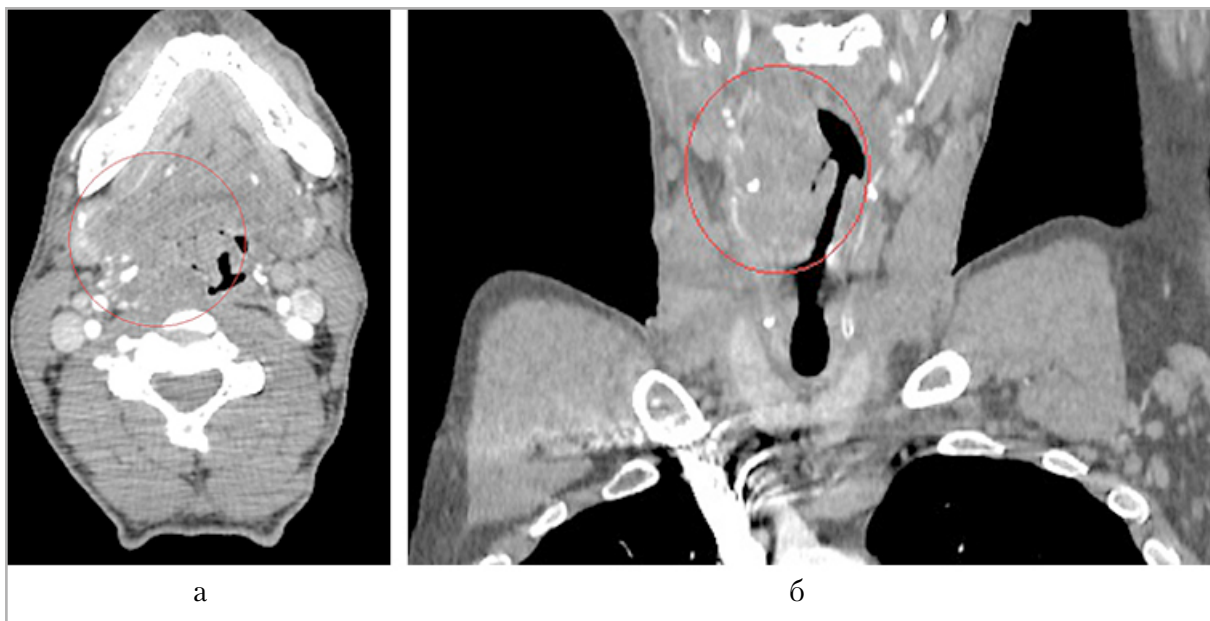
Мультиспиральные компьютерные томограммы шеи с внутривенным болюсным контрастированием: *а* — аксиальная проекция; *б* — коронарная проекция. Справа на уровне язычной миндалины определялось мягкотканное образование, распространяющееся по латеральной стенке вниз до уровня гортани (*красный овал*)
